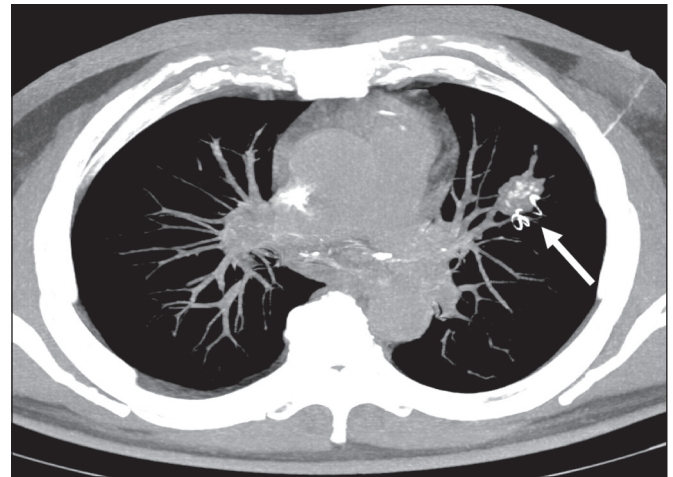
TC, reconstrução MIP de projeção axial, mostra posicionamento do fio-guia adjacente ao nódulo com calcificações grosseiras (seta).
